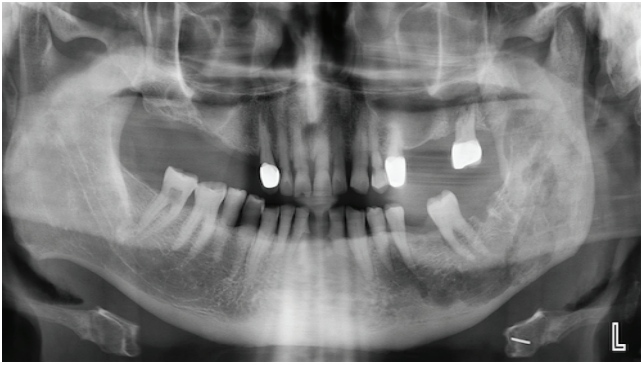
Radiographic image of the osteonecrosis area
